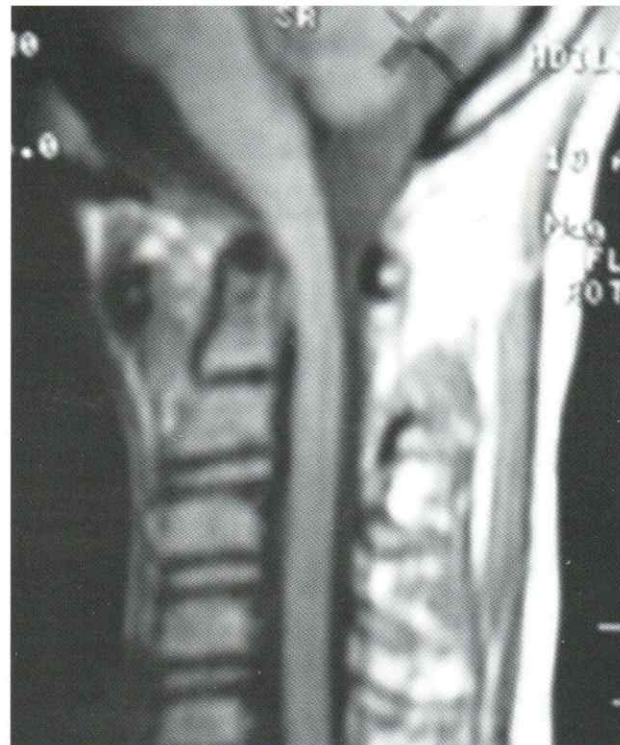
IRM : Empreinte de l'arc postérieur de C2 sur la moelle
